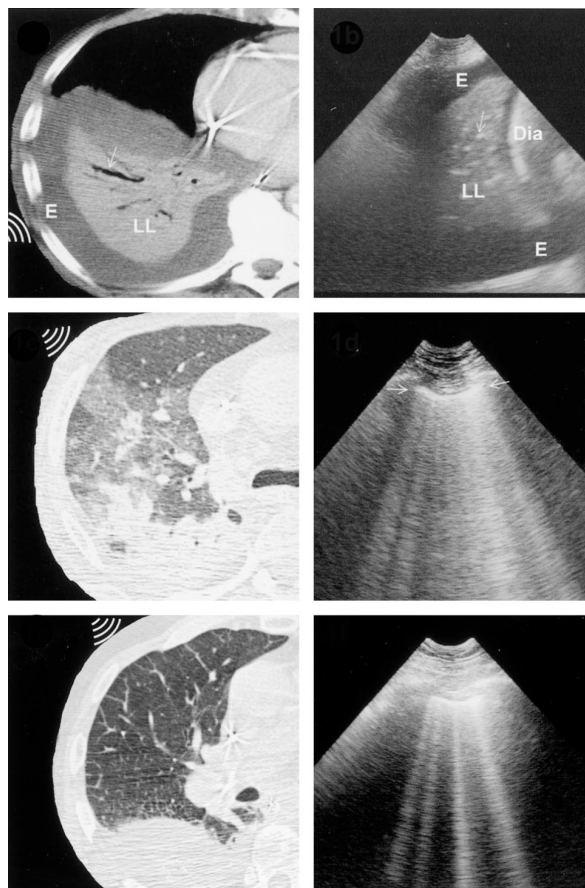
Correlazione tra i reperti TC ed US, da Lichtenstein D, *General ultrasound for the Critically Ill*, cit.
